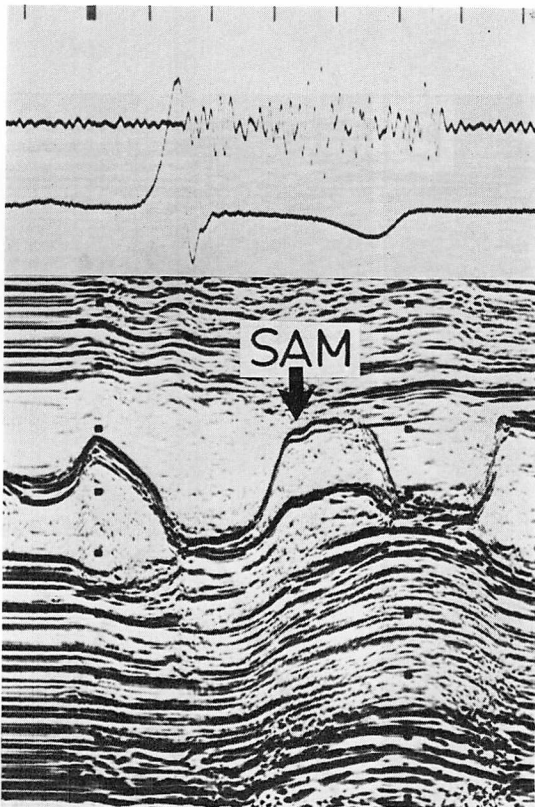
M-mode echocardiogram showing SAM with septal contact in Case 2 (47-year-old man with a resting subaortic pressure gradient of 34 mmHg).
